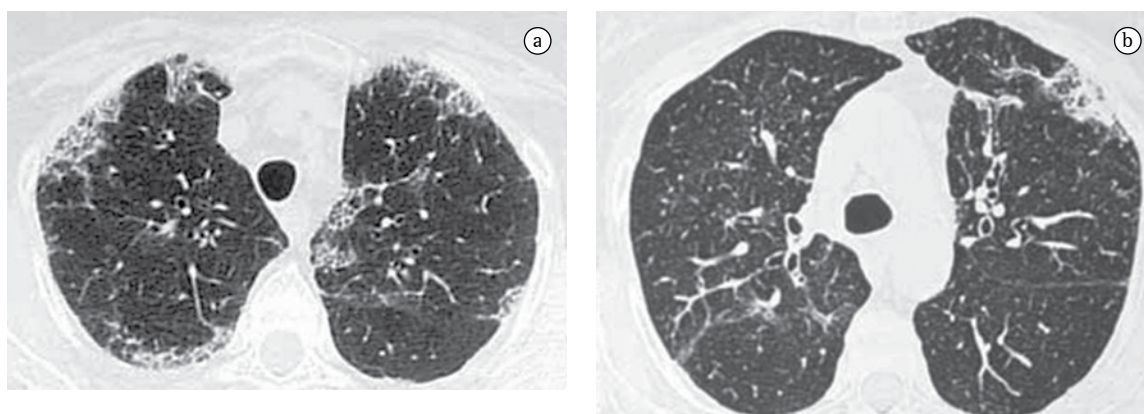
Tomografia computadorizada de alta resolução do tórax realizada em janeiro de 2004. Cortes um pouco acima e ao nível do arco aórtico mostrando: a) opacidades em vidro fosco associadas a espessamento intersticial em regiões subpleurais nos lobos superiores; e b) pequena área de opacidade alveolar subpleural no segmento anterior do lobo superior esquerdo.
